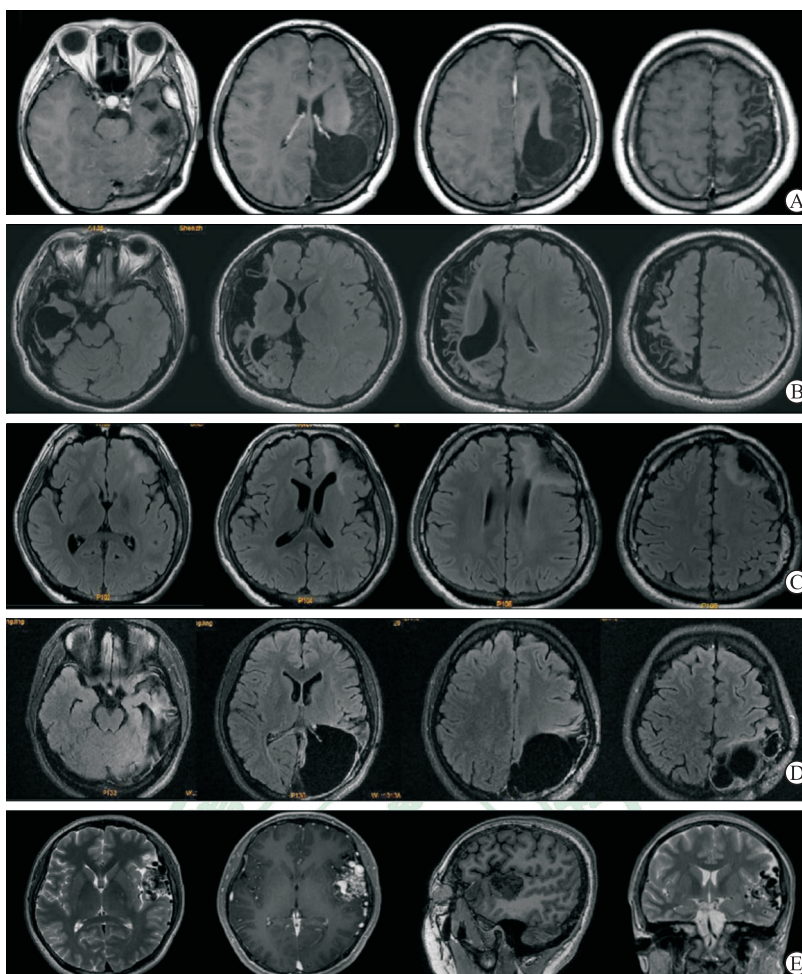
5 例行 eSAM-Wada 试验癫痫患者的颅脑 MRI 表现
